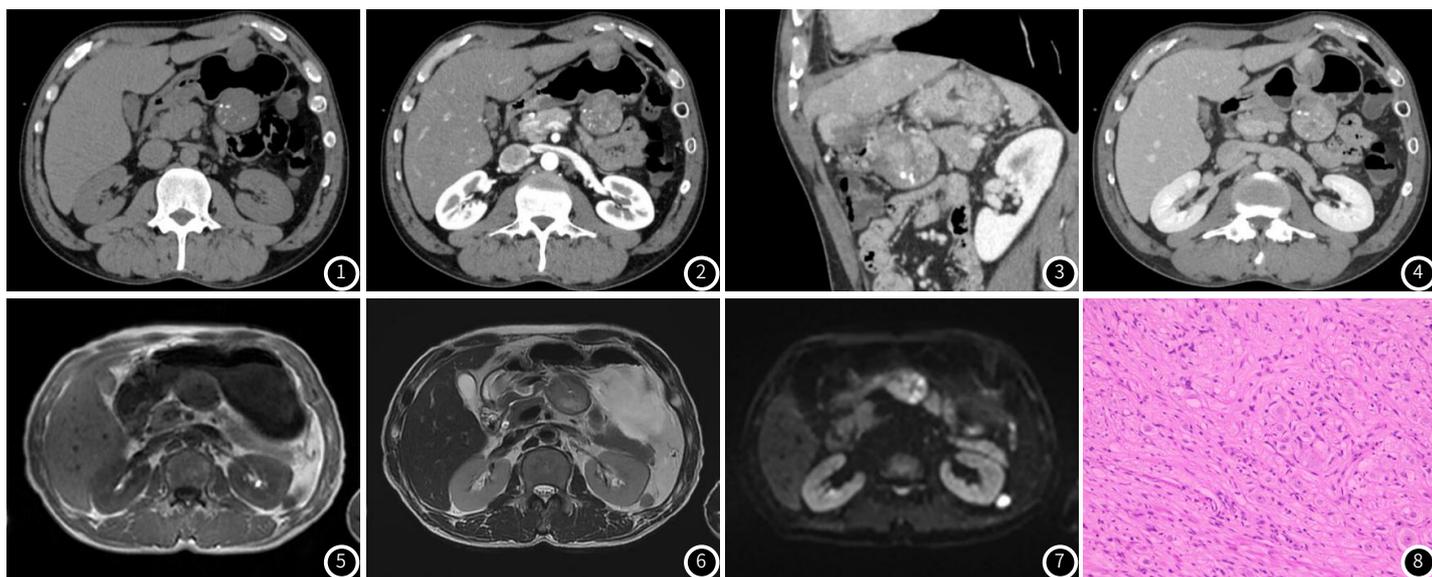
图4 CT斜轴位及矢状位, 平扫等密度, 边界清晰, 其内见散在斑点状钙化, 增强扫描呈渐进性不均匀中度强化。
